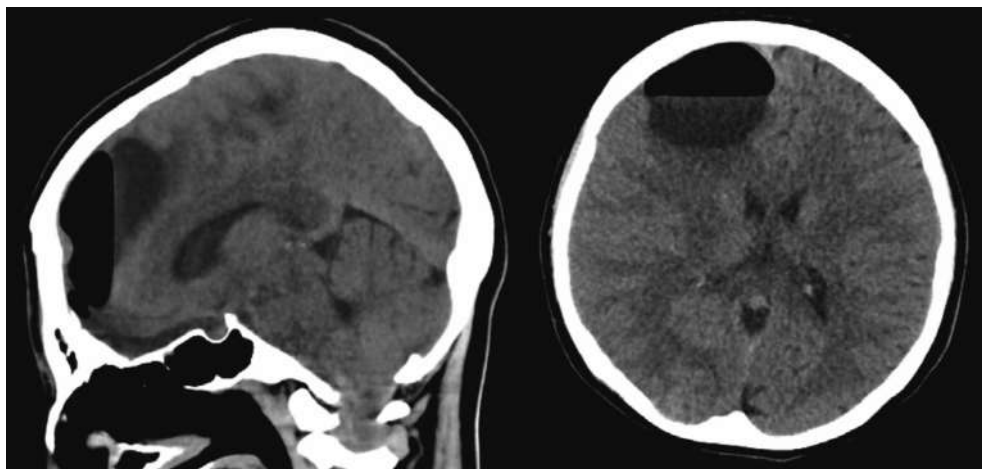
на КТ головы при поступлении в АО «НЦН» (на 50 сутки после травмы): На представленных КТ – сканах: имеются признаки вдавленного перелома лобной кости. Напряженной пневмоцефалии.
